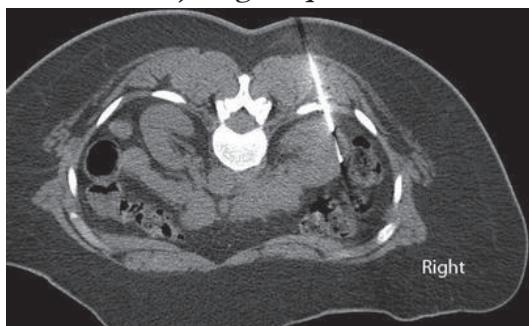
Slikovno vodena ablacija tumorja adrenalne žlezze s pomočjo CT (Vir: Radiopedia.org)
